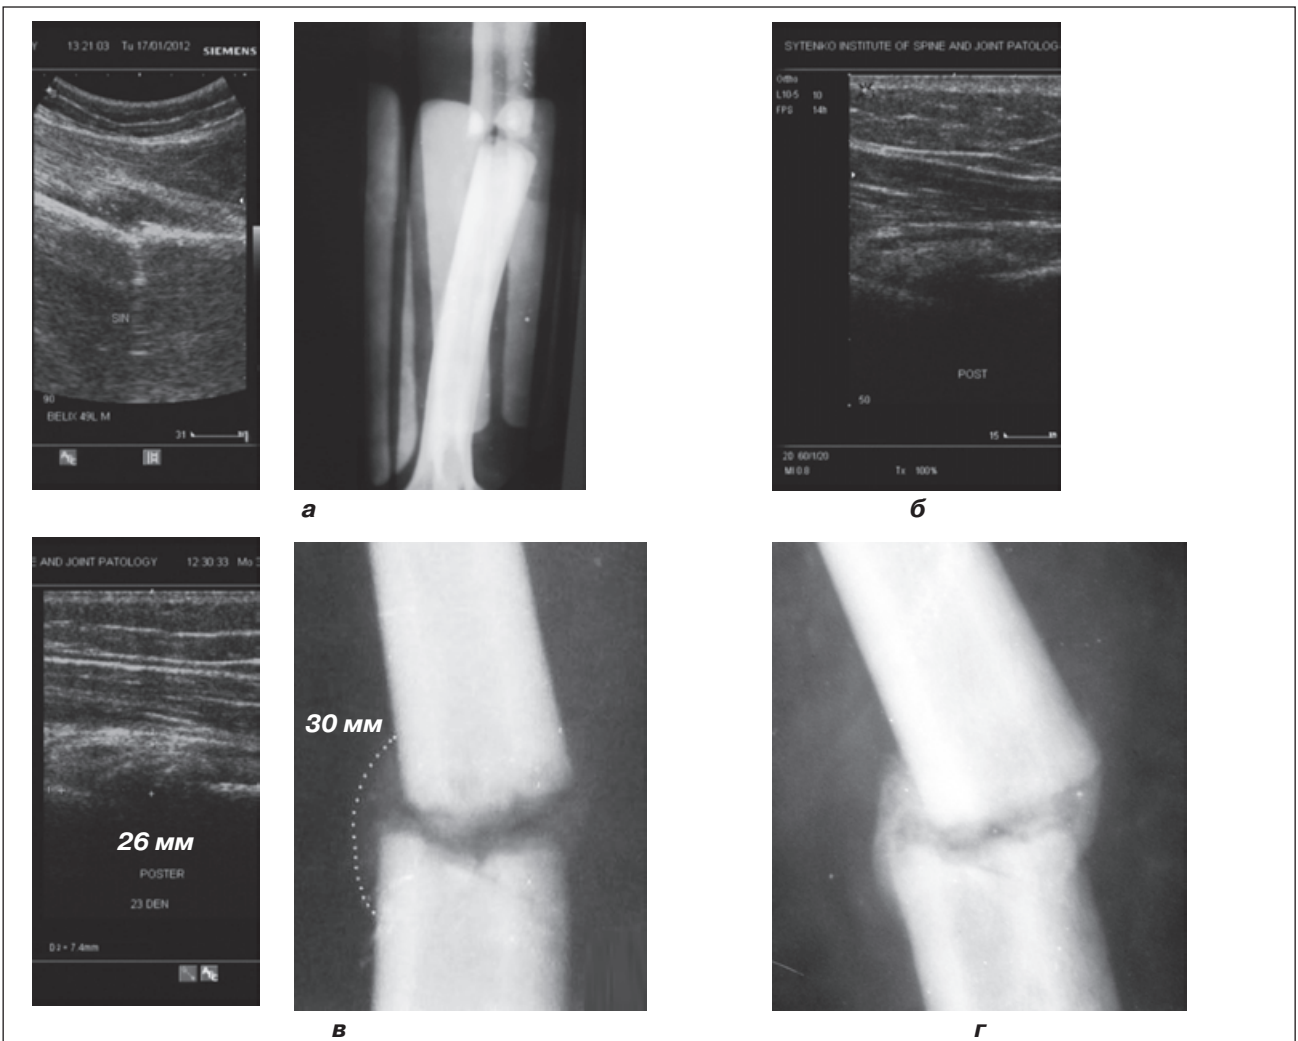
Рентгенограми та ультрасонограми хворого Б., 45 років, з переломом плечової кістки: а – на 12-ту добу після перелому; б – на 20-ту добу після перелому; в – через 1,5 міс. після перелому; г – через 2,5 міс. після перелому
